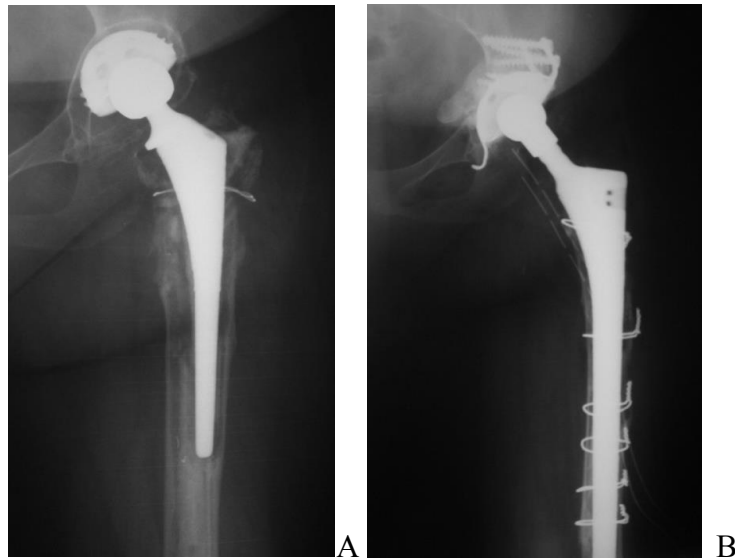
А. Рентгенограммы пациентки К., 45 лет. Нестабильность бедренного компонента эндопротеза ЭСИ левого тазобедренного сустава, цементная фиксация бесцементного компонента. Дефект бедра тип 3В. В. Рентгенограммы после ревизионного эндопротезирования с использованием удлиненной ревизионной ножки ЭСИ бесцементной фиксации.
